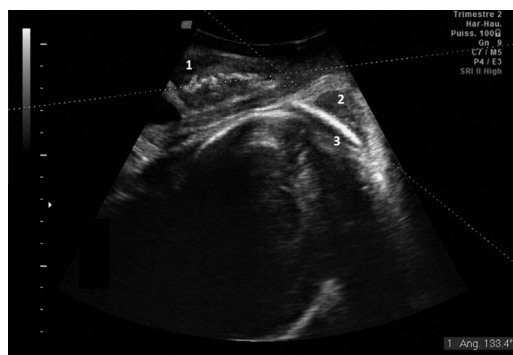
Mesure de l'angle de progression par échographie transpérinéale.
